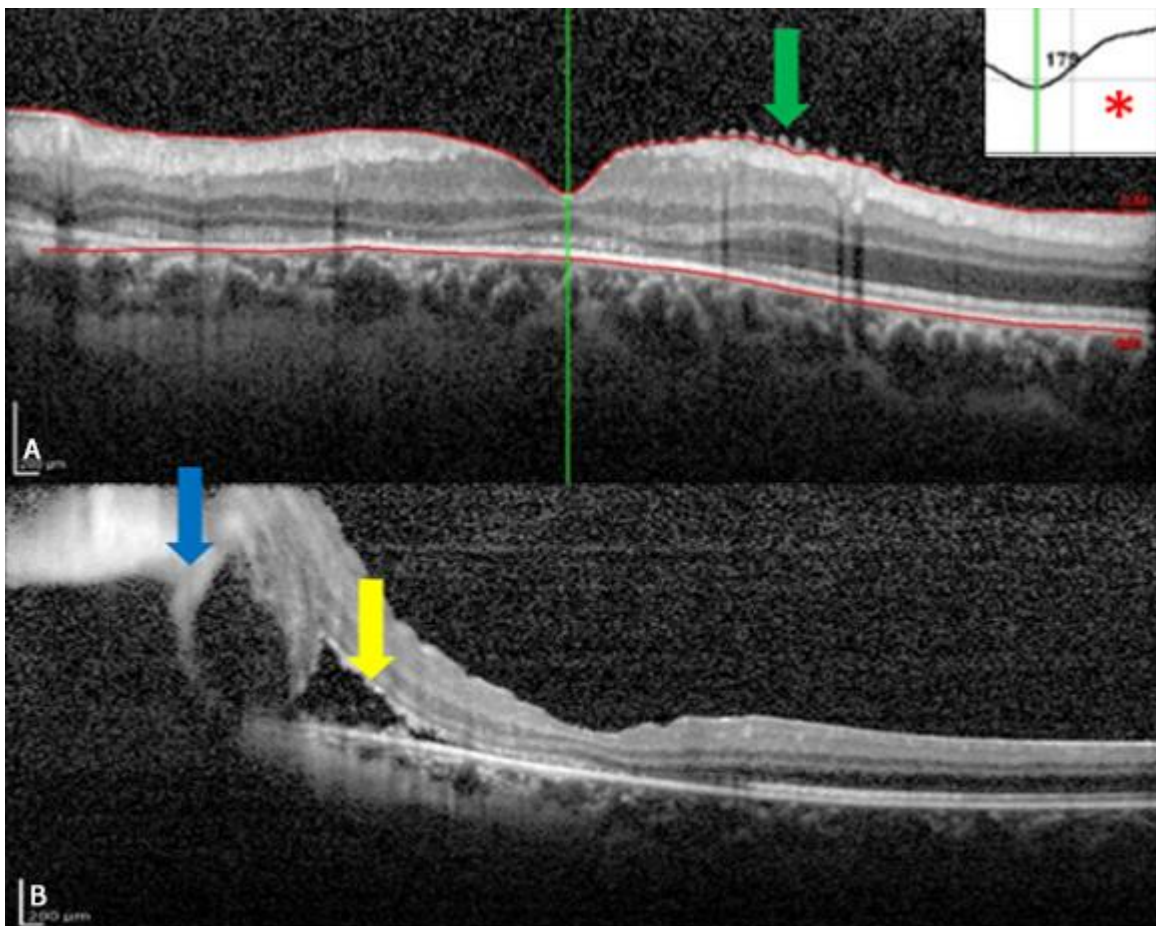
Tomografía de coherencia óptica del ojo izquierdo. A. Grosor foveal central de 179 micras (asterisco rojo). Pliegues finos (flecha verde). B. Desprendimiento de retina (flecha amarilla). Zona altamente hiperreflectiva que roba señal posteriormente al mismo (flecha azul).
